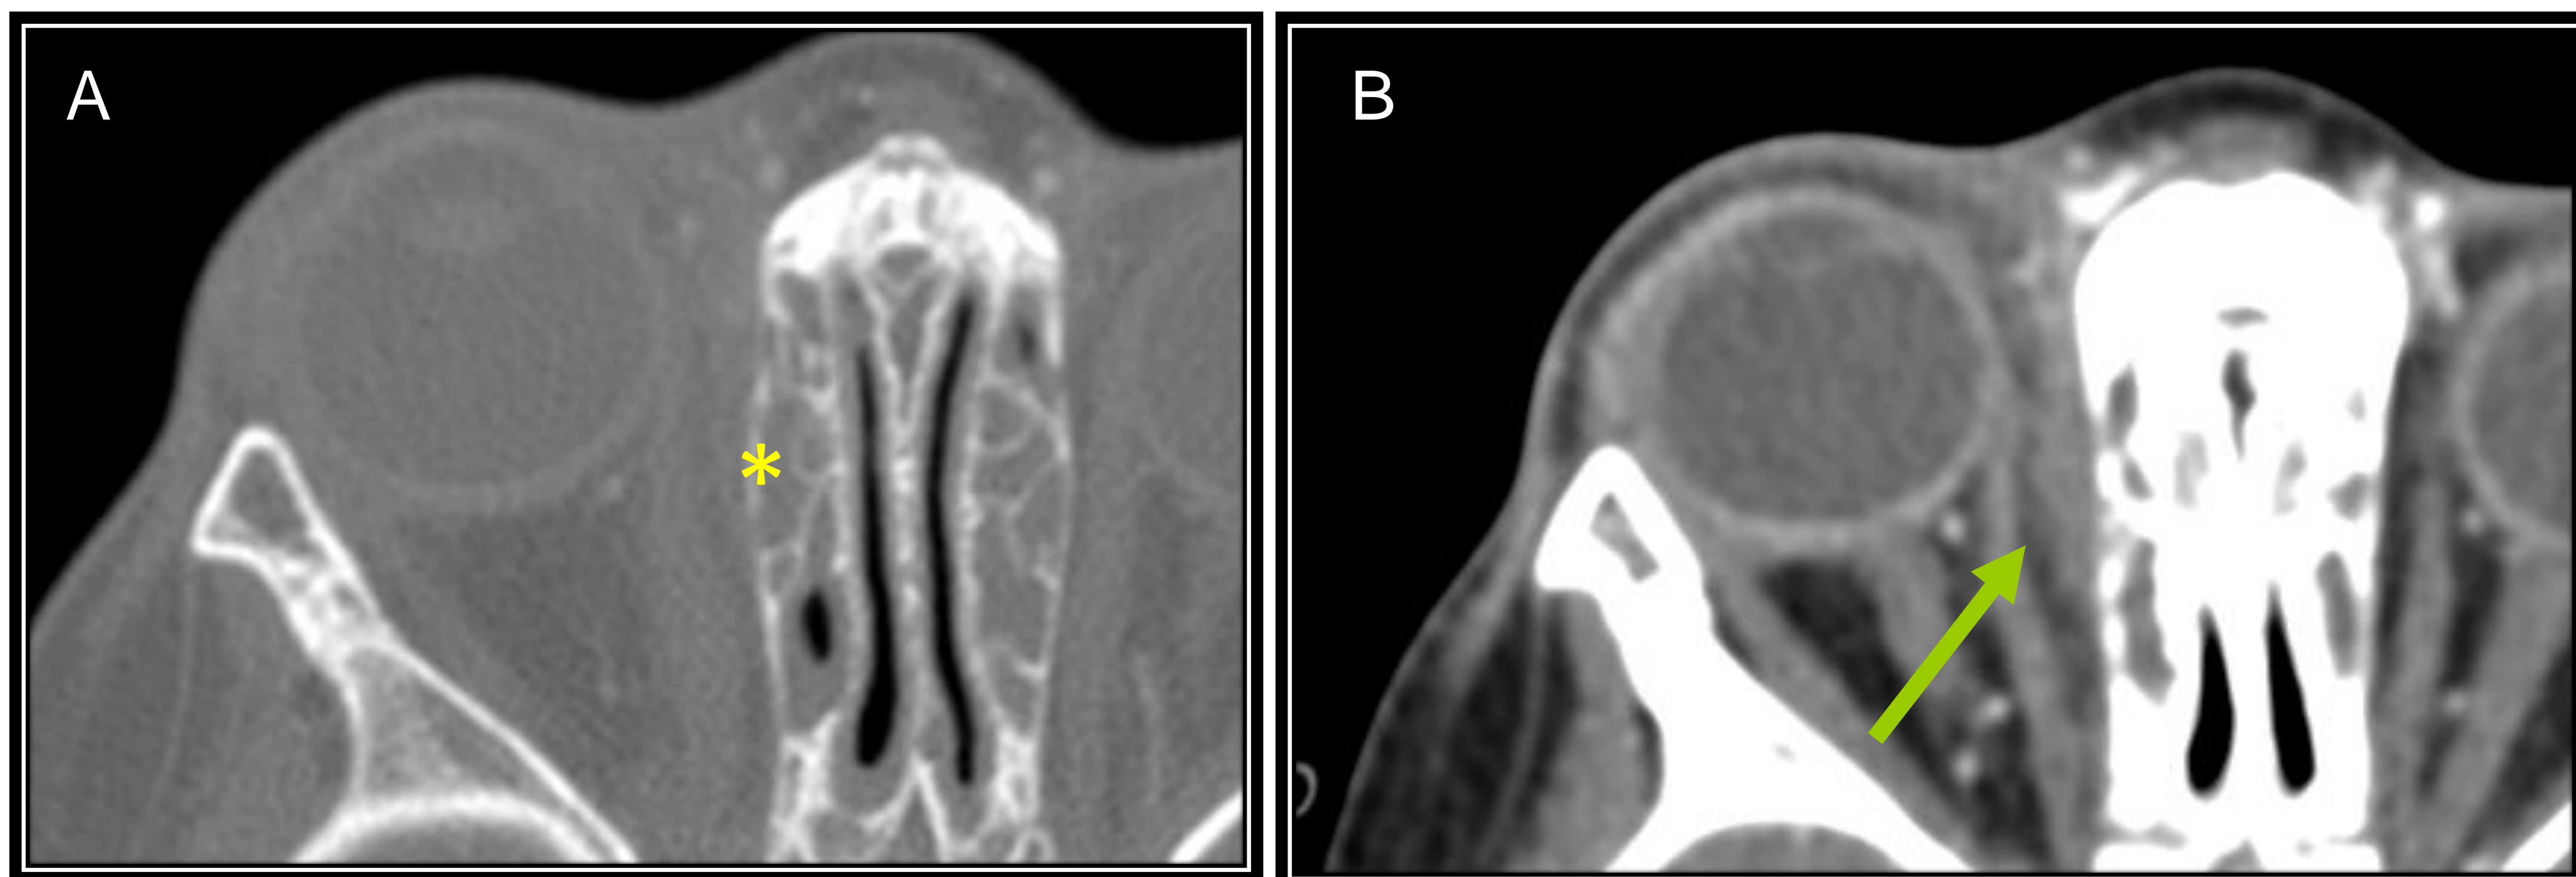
TC de senos paranasales con contraste intravenoso, cortes axiales en ventana ósea (A) y de partes blandas (B). Ocupación de celdillas etmoidales con focos de erosión ósea en lámina papirácea derecha (asterisco), con estriación de la grasa posterior al septo orbitario (flecha).
